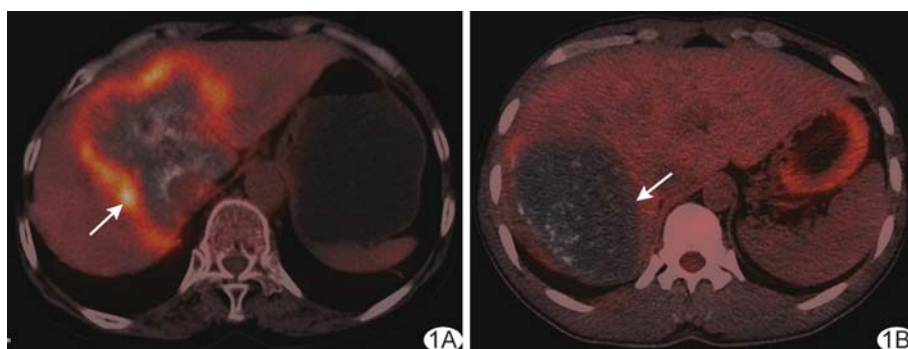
^{18}F -FDG PET/CT 融合图示 HAE A. 患者女,60 岁,PET/CT 融合图示肝内 HAE 病灶边缘见明显环形放射性浓聚(箭), $\text{SUV}_{\text{max}}=7.59$,提示病灶具有生物学活性; B. 患者男,49 岁,PET/CT 融合图示肝右叶 HAE 病灶边缘无明显放射性分布(箭), $\text{SUV}_{\text{max}}=2.36$,提示病灶无明显生物学活性
